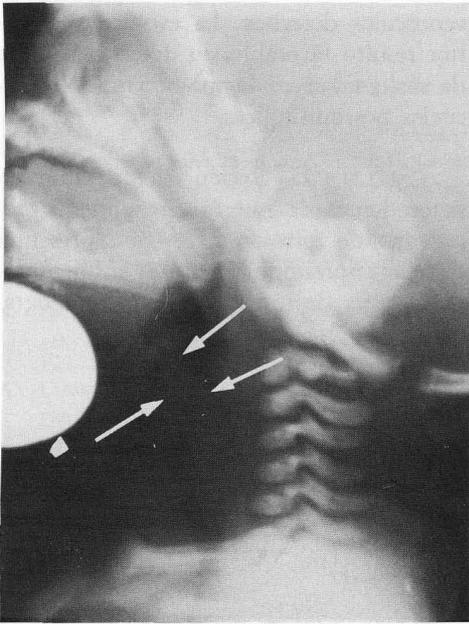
Radiografía lateral de cuello que muestra un efecto masa a nivel laríngeo (flechas).
